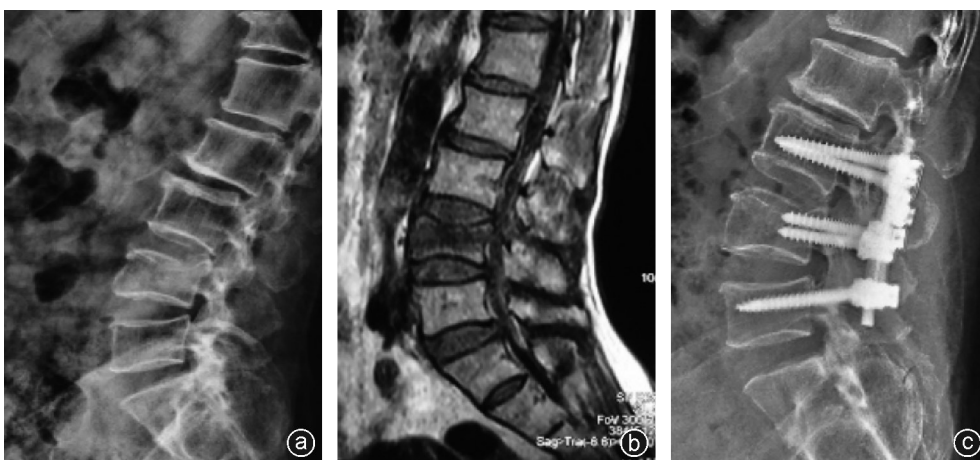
病人,女,65岁,因外伤后腰背部疼痛活动受限4 d就诊,行切开复位植骨融合内固定术手术治疗 a:术前X线片示L<sub>4</sub>椎体上终板塌陷显著,椎体后缘可见游离骨块部分突向椎管;b:术前MRI示MRI T<sub>1</sub>像可见上终板中部塌陷显著,骨折线波及椎体后缘;c:术后X线片示L<sub>4</sub>椎体高度恢复,腰椎曲度良好
